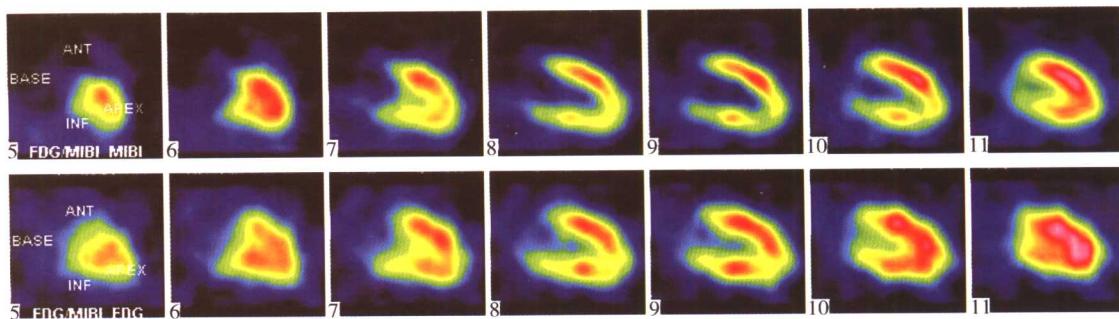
急性心肌梗死病人 $^{18}\text{FDG} - {^{99m}\text{Tc}} - \text{MIBI}$ 双核素心肌显像：上排为灌注显像，显示左室下壁心肌大面积梗死。下排为代谢显像，显示梗死区有明显存活心肌
